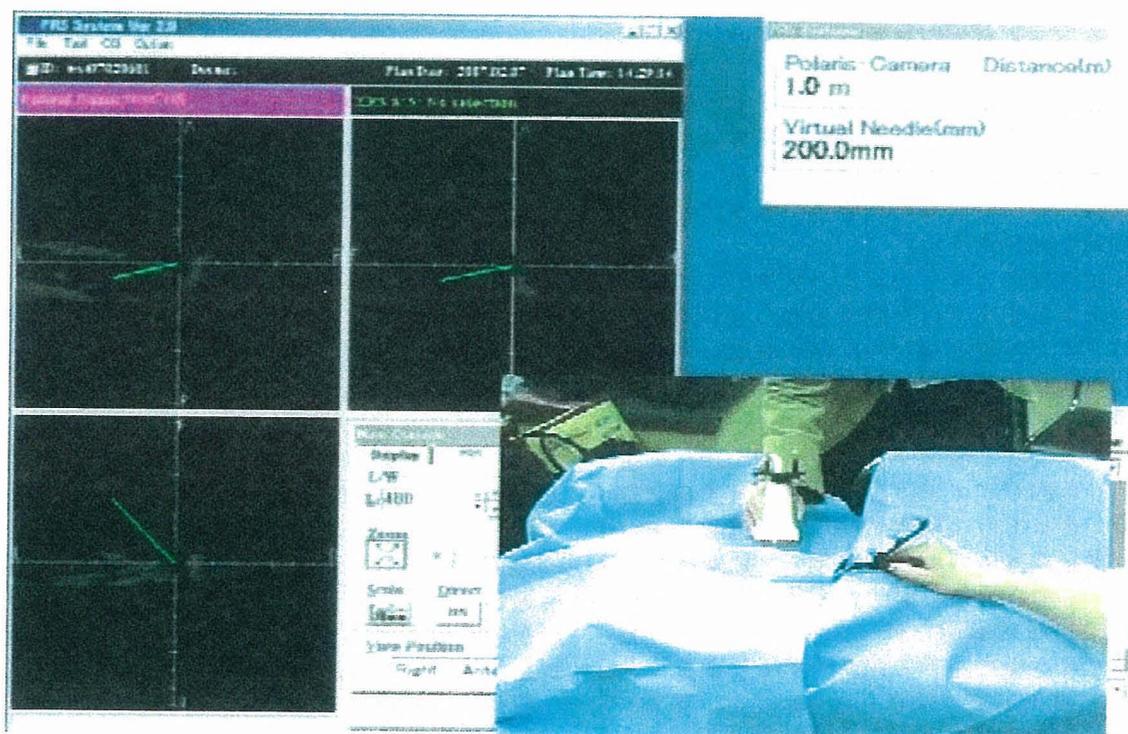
超音波 3 次元エコーデータを鉗子の位置情報を統合した画面
